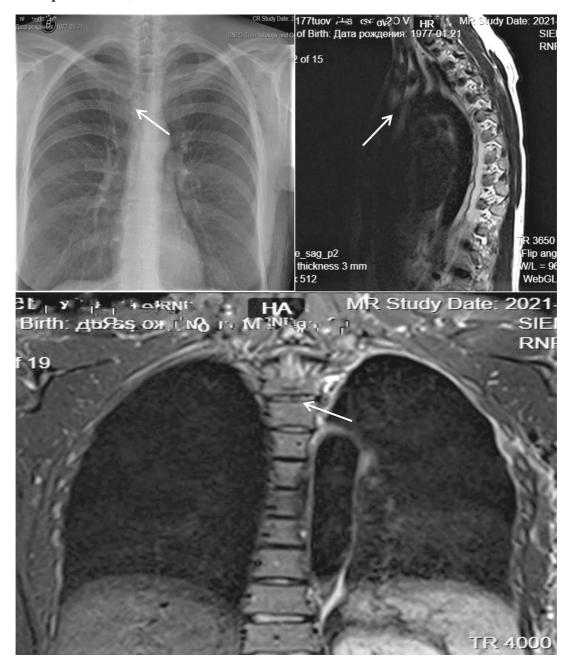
Рентгенограмма и магнитно-резонансная томограмма пациентки Т. после операции. Стрелками показано ложе опухоли в месте ее удаления
